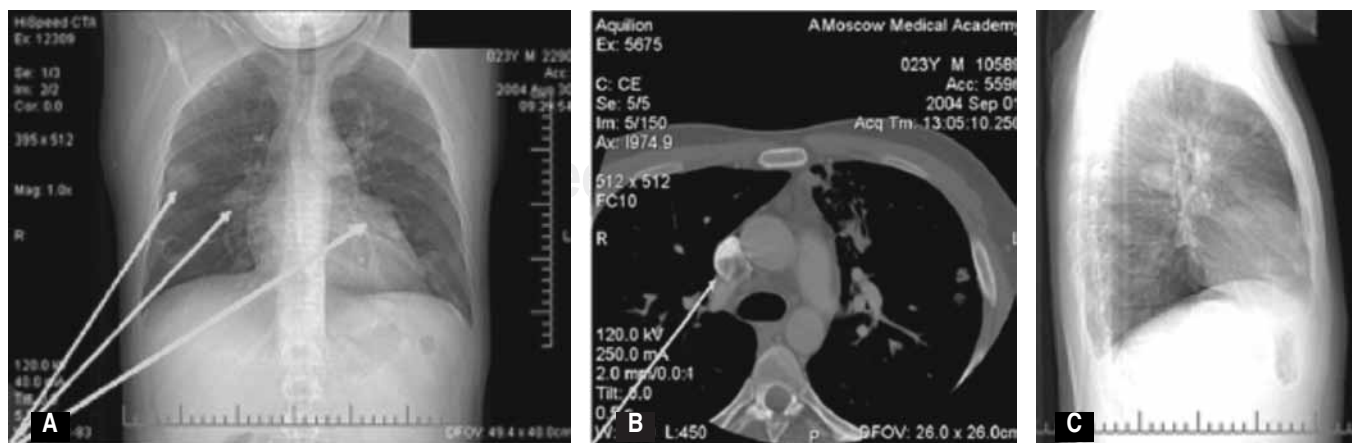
TAC que muestra equinococosis múltiple cardiaca y pulmonar (flechas) A. Frontal B. Lateral C. Sagital.⁸
